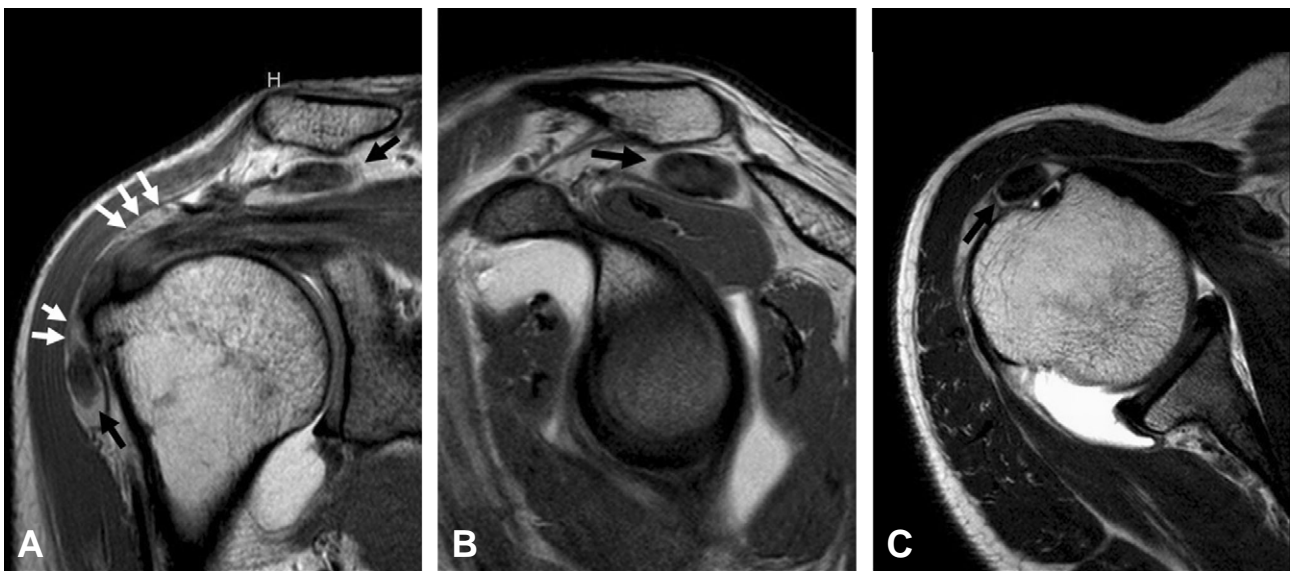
The magnetic resonance (MR)-arthrogram scans show intermediate signal loose bodies (black arrows) in the subacromial space and subdeltoid area and non-specific signal change of synovium (white arrows). (A) Coronal, (B) sagittal, and (C) axial view.
